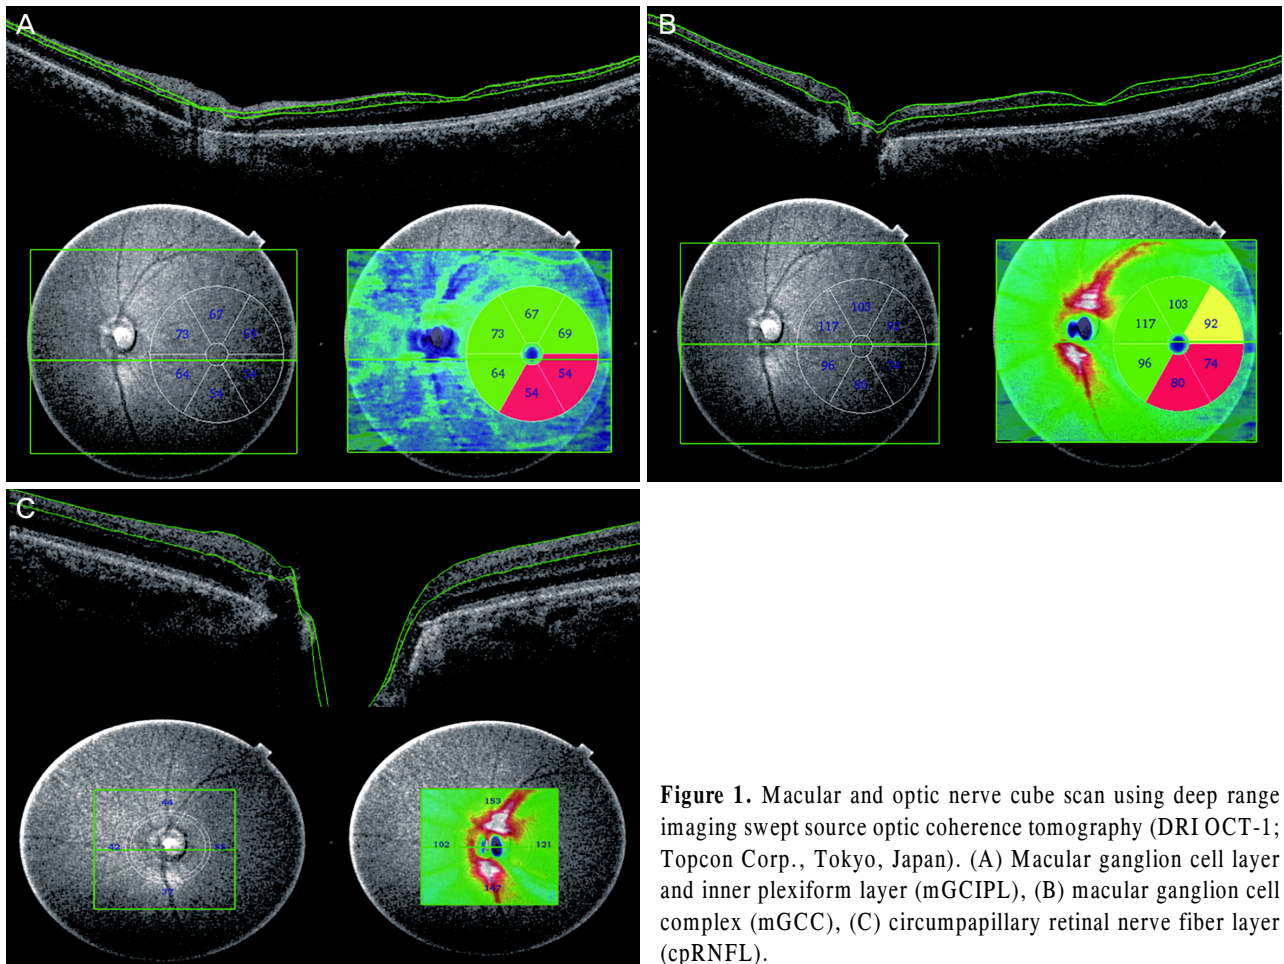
Macular and optic nerve cube scan using deep range imaging swept source optical coherence tomography (DRI OCT-1; Topcon Corp., Tokyo, Japan). (A) Macular ganglion cell layer and inner plexiform layer (mGCIPL), (B) macular ganglion cell complex (mGCC), (C) circumpapillary retinal nerve fiber layer (cpRNFL).
